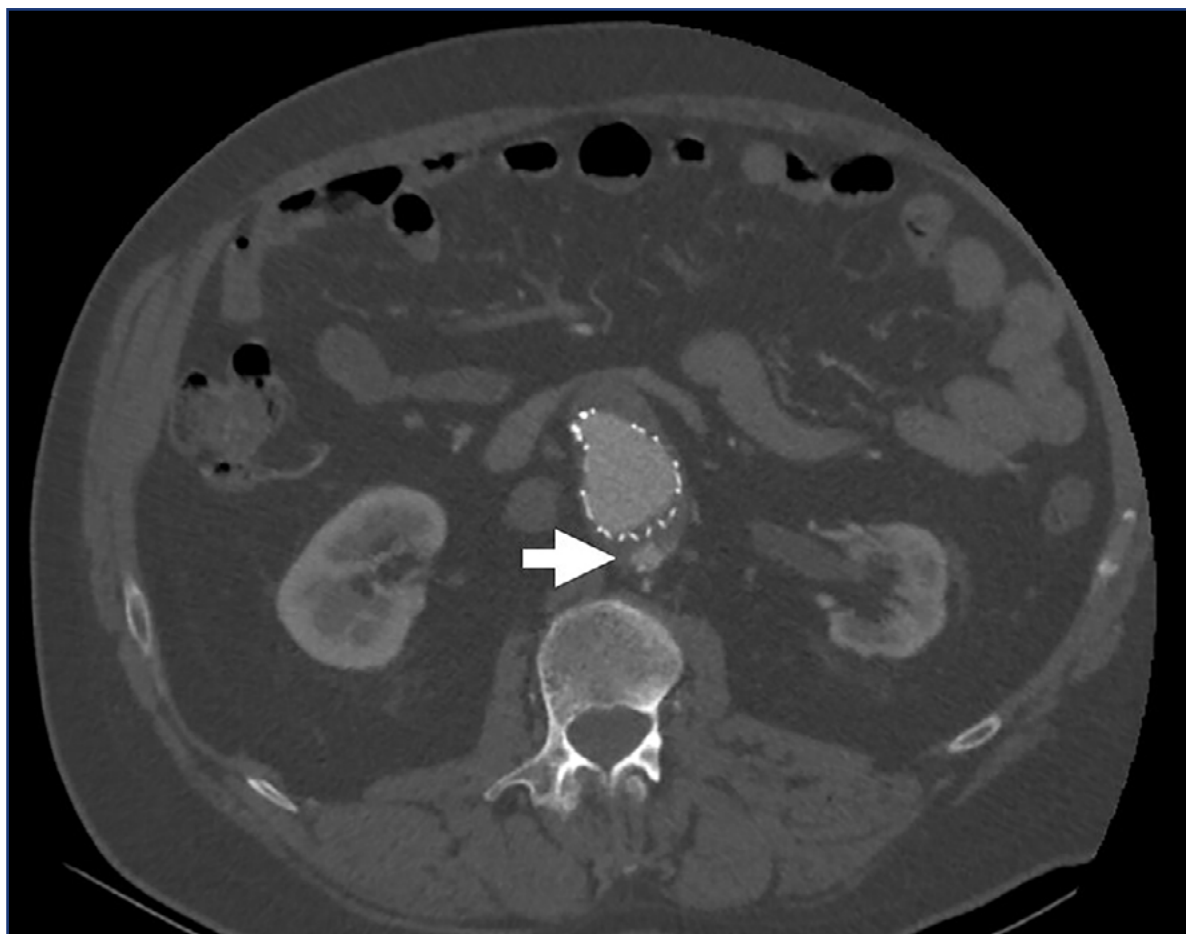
Imagen axial obtenida de la angiotomografía de uno de los controles del paciente. Se objetiva la endofuga tipo 2 (flecha) proveniente de una arteria lumbar.
